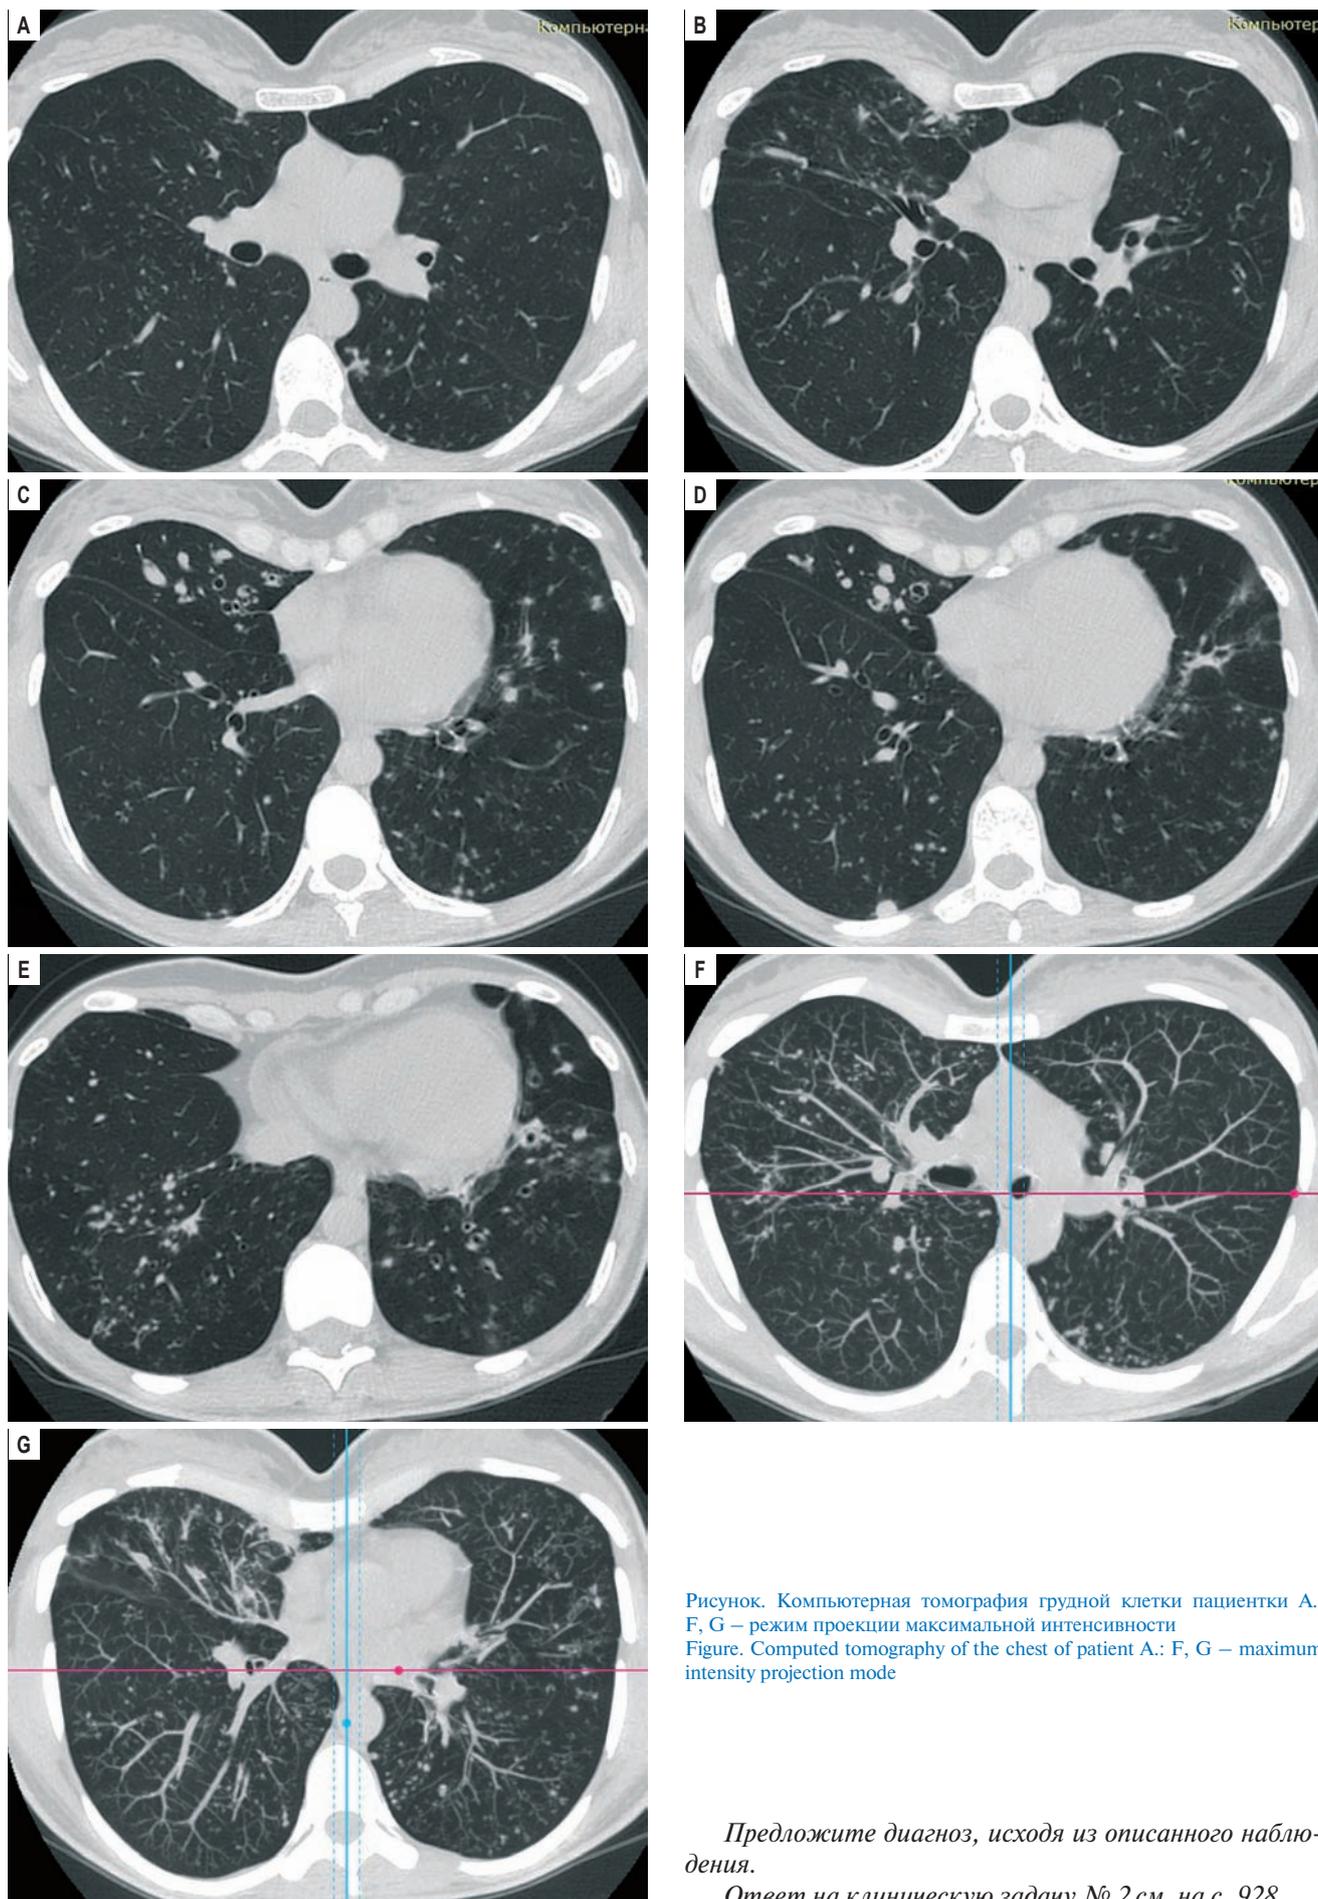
Компьютерная томография грудной клетки пациентки А.: F, G – режим проекции максимальной интенсивности
